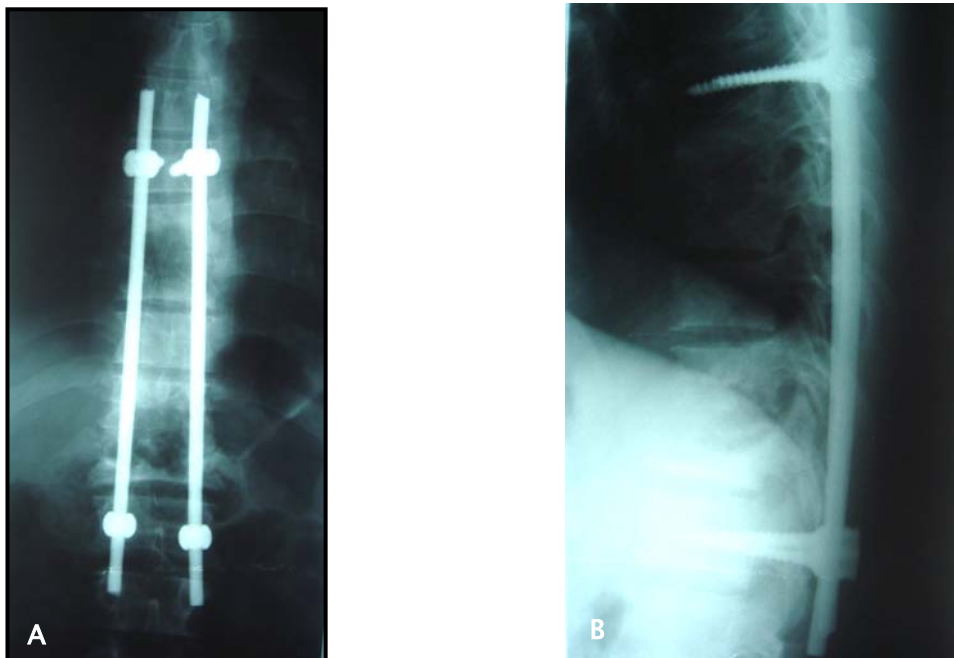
Radiographie standard du rachis dorsolombaire de contrôle postopératoire , face(A), profil (B) : montrant la laminectomie décompressive avec fixation de foyer pathologique par matériel d'ostéosynthèse (tiges + vissage pédiculaire)
